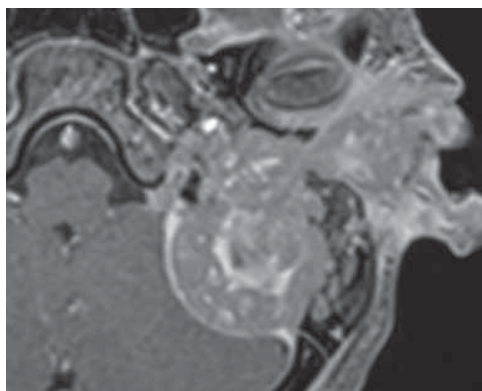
Магнитно-резонансная томография головы пациента 14 лет с остеобластокластомой, аксиальная проекция, умеренное накопление контрастного вещества с четкой границей
